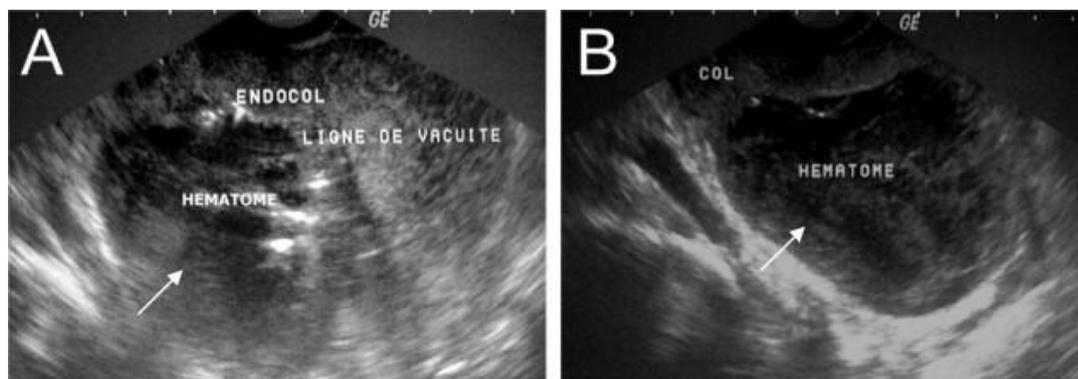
Aspect échographique d'une rupture utérine.
